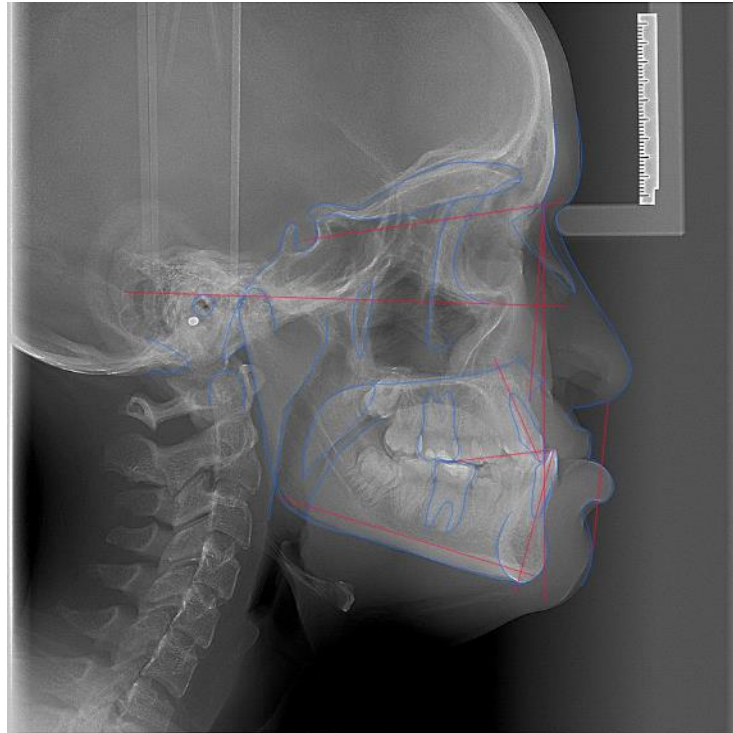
Telerradiografia de perfil inicial da paciente com traçado cefalométrico⁸
